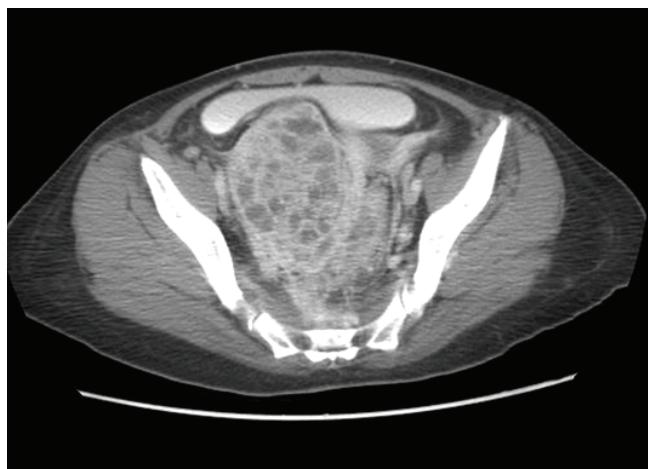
Contrast-enhanced CT image shows 7.0×9.1×7.0 cm sized elongated multiloculated cystic mass with enhancing solid portion in right adnexa.
